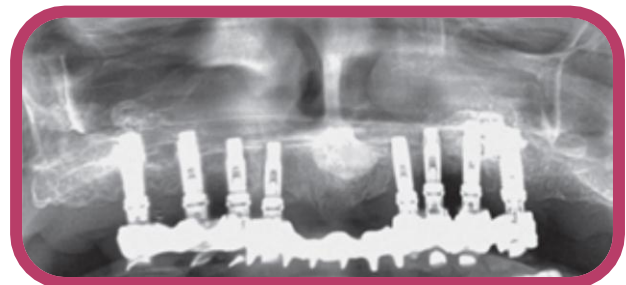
e 12 Aspecto clínico e respectiva radiografia após colocação de implantes convencionais com enxerto ósseo prévio
